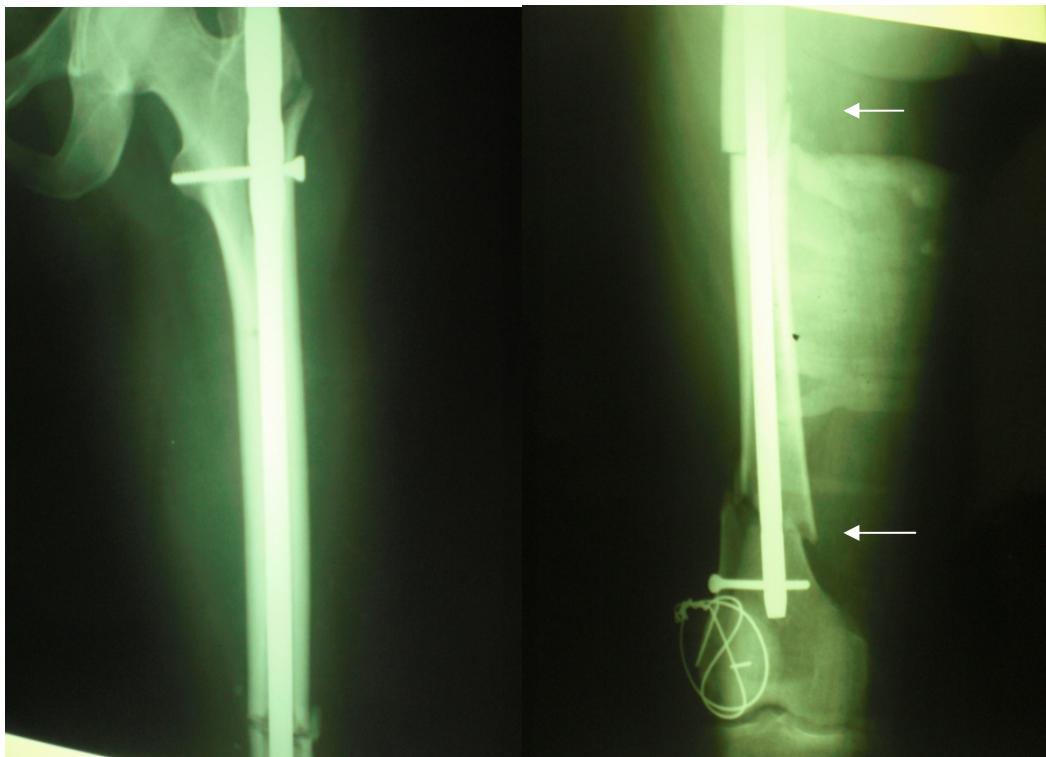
Radiographies de FDF traitée par ECMV(à droite Fr transversale à la jonction du 1/3 moy et inf , à gauche Fr bifocale du 1/3 moy et le 1/3 inf).
